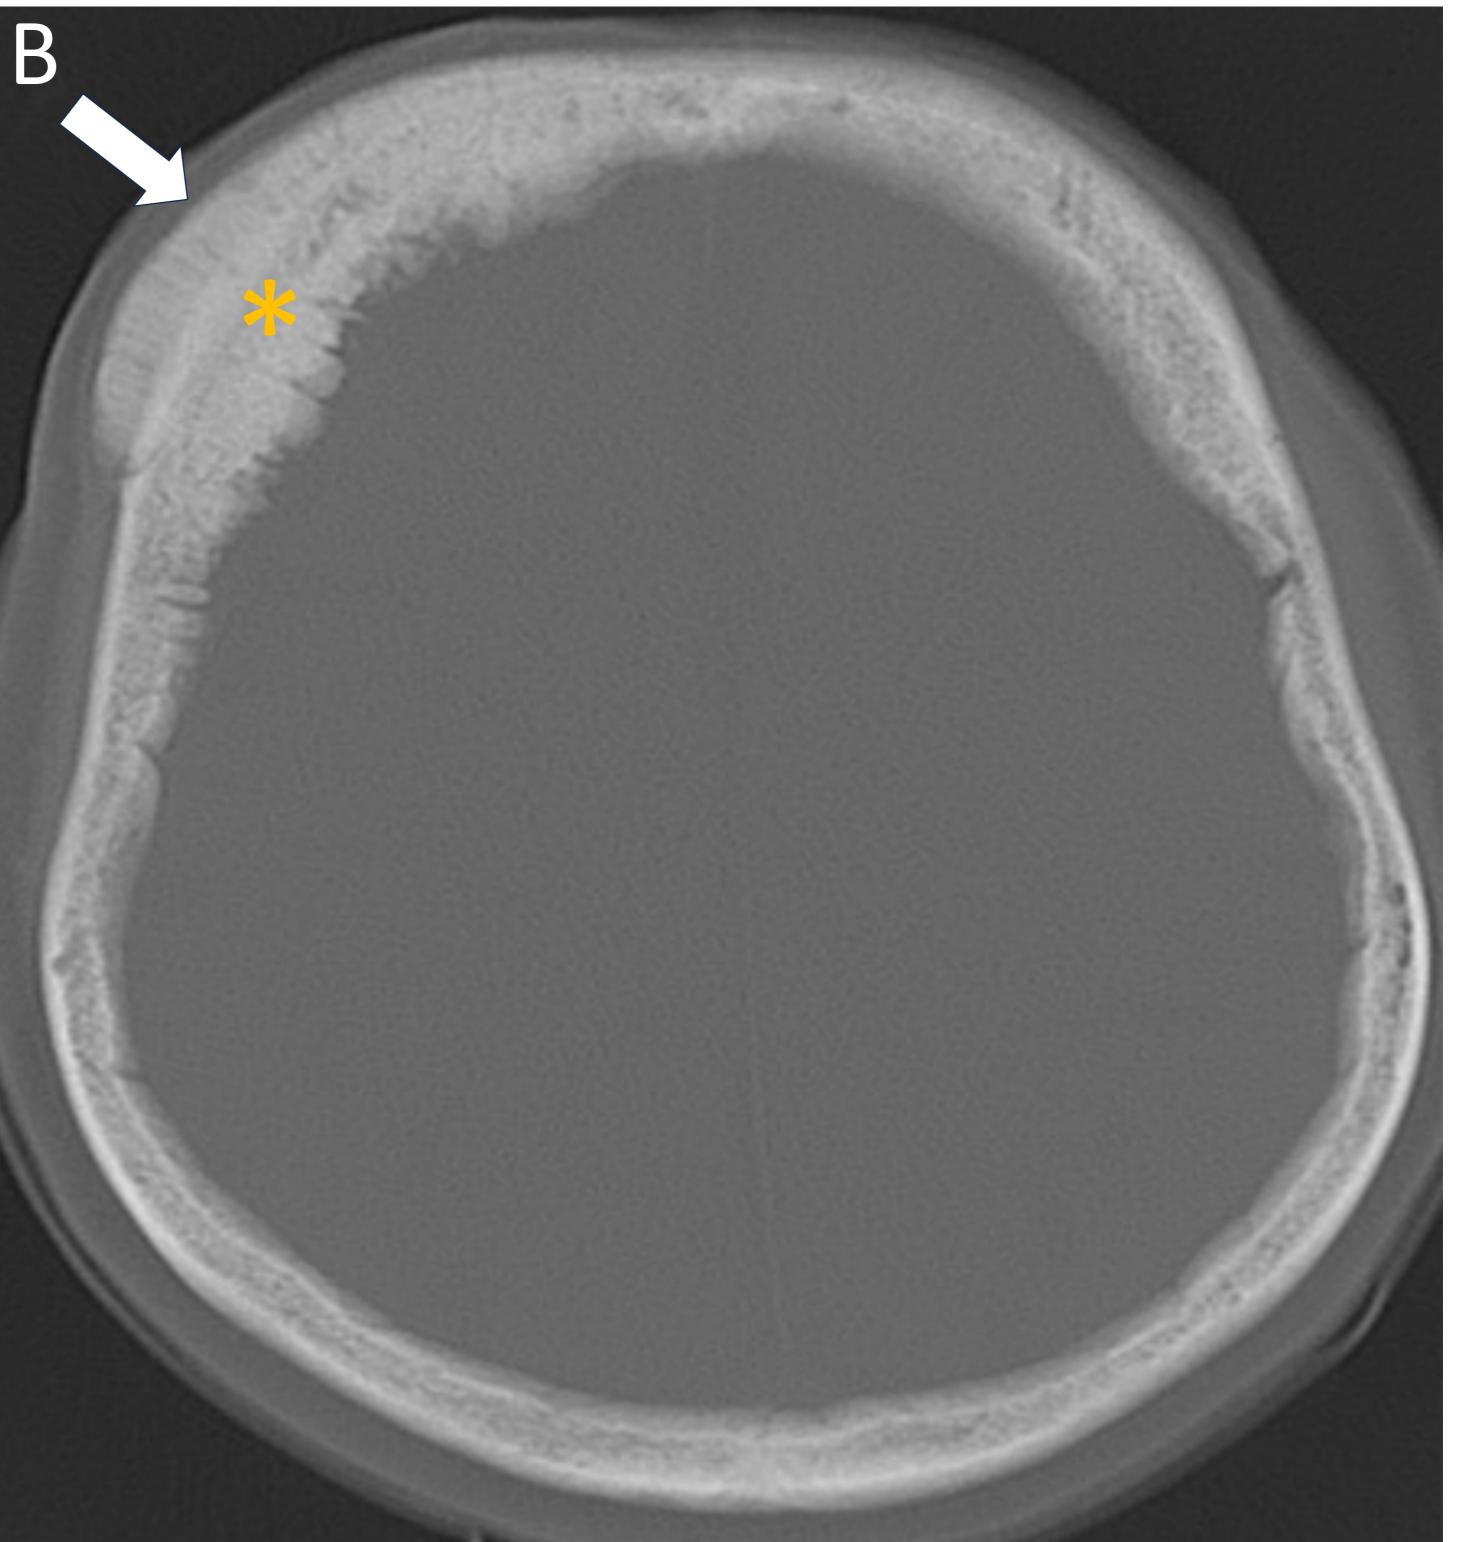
Ventana ósea de TC craneal en planos coronal (A), axial (B) y sagital (C): Lesión ósea blástica y expansiva, localizada en el díploe frontal derecho (asterisco). Obsérvese la infiltración difusa del díploe y la reacción perióstica (flecha).
